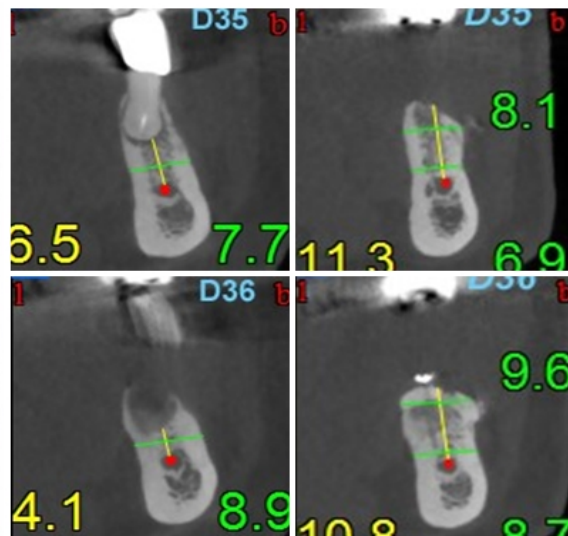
Aspect radiologic: CBCT cu imbunătățire ofertei osoase: pre transplant (stanga) si post transplant (dreapta).
